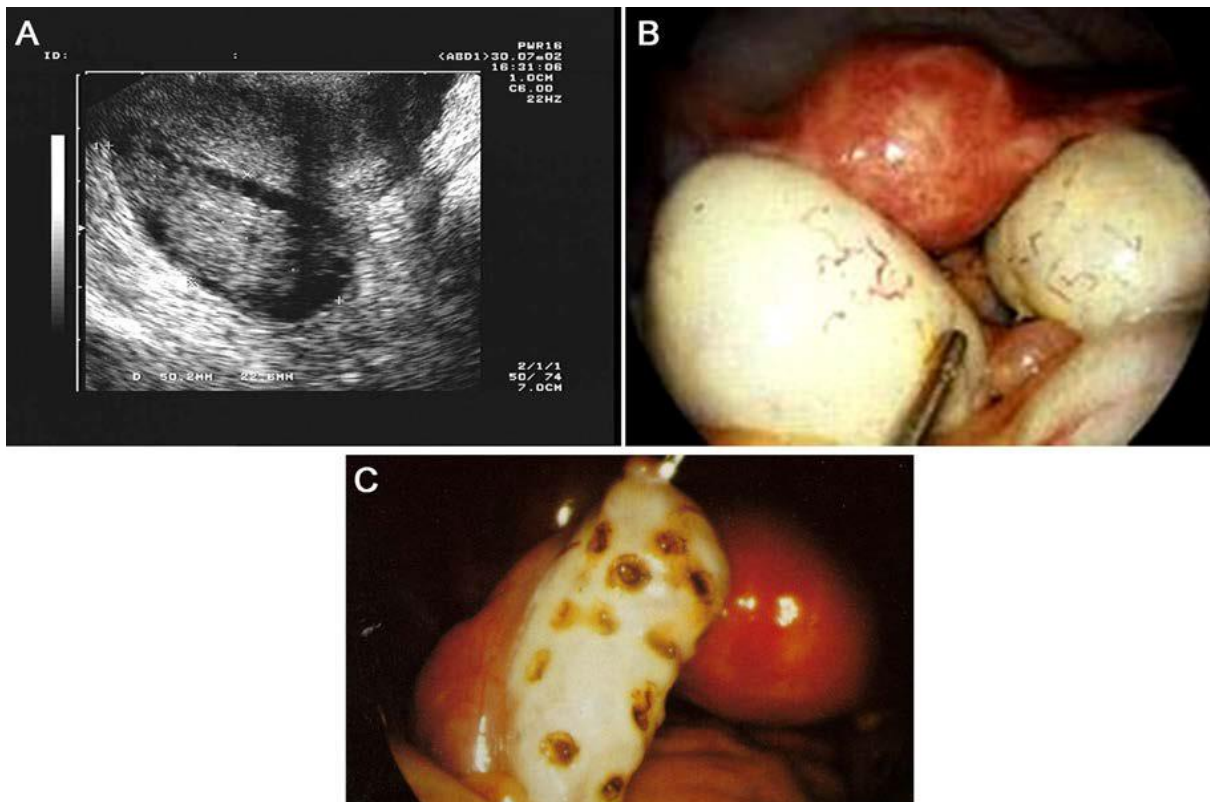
Syndrome des ovaires polykystiques. A. En échographie : nombreux follicules de petite taille, répartis en périphérie de l'ovaire, avec un stroma dense. B. En coelioscopie : aspect augmenté de taille, blancs, lisses, sans stigmate d'ovulation. C en Cœlioscopie, après multi perforation ovarienne[63].
